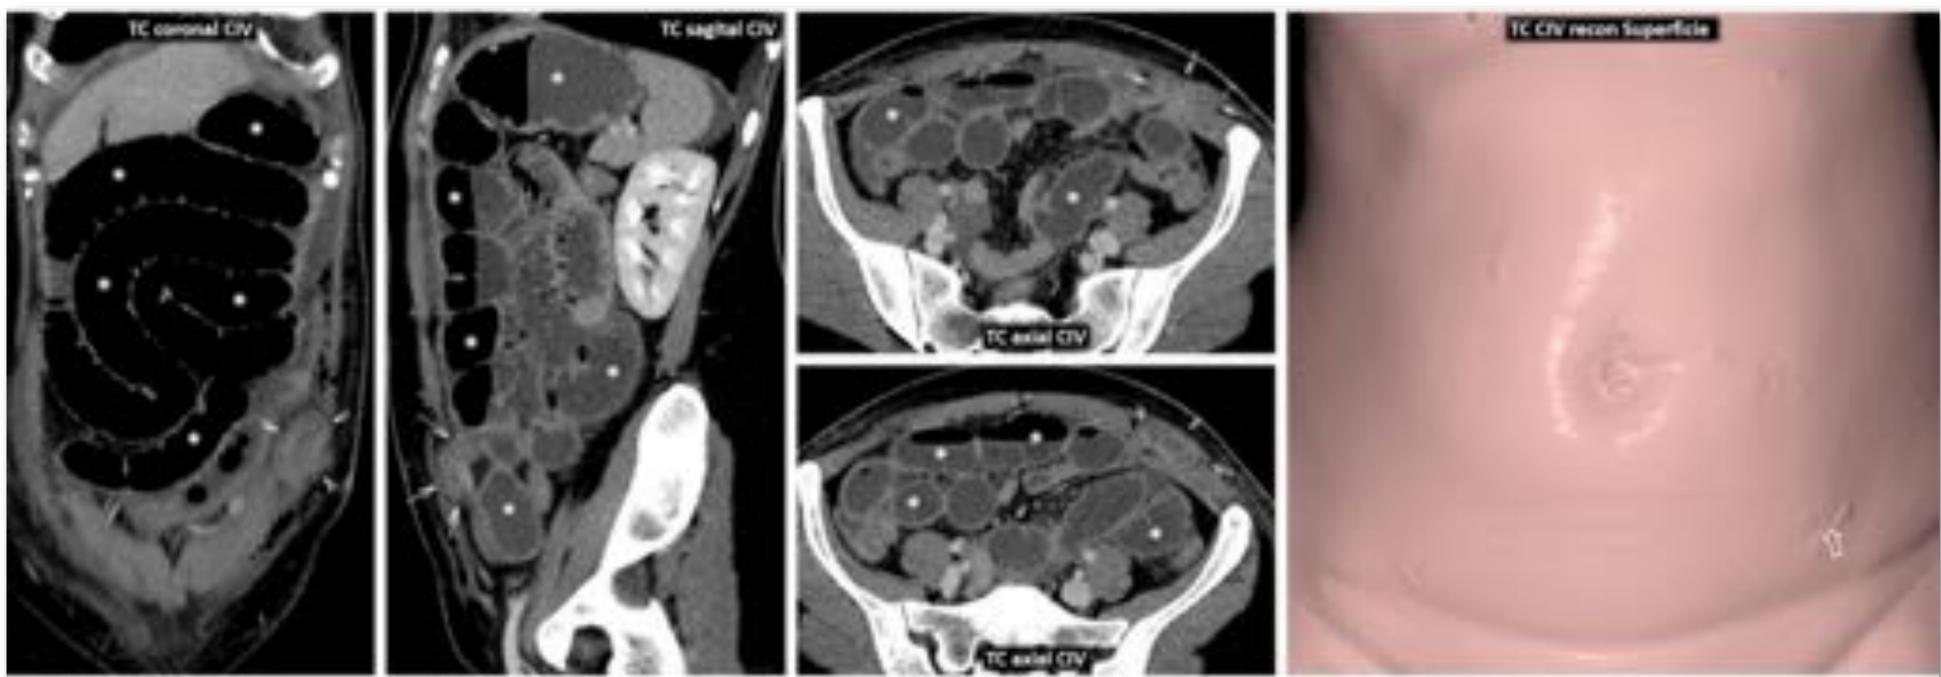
Eventración muy obstructiva por orificio de trócar en la línea de Spiegel. Mujer de 38 años con vómitos y dolor abdominal una semana después de morcelación laparoscópica de mioma uterino. TC: corta eventración de un tramo de íleon proximal (flechas) por uno de los orificios de laparoscopia en la línea de Spiegel izquierda (marcado en la reconstrucción de superficie con flecha hueca), con importante dilatación de estómago e intestino delgado proximal (*). Por definición, no se considera una hernia intraparietal. Se resolvió quirúrgicamente sin resección intestinal. Véase también el Vídeo (10'57'').
